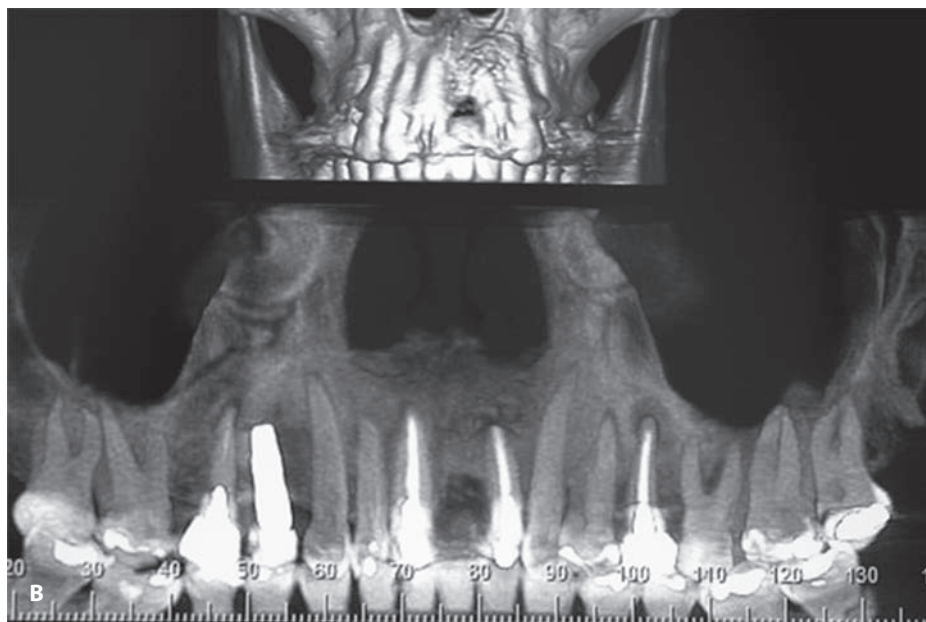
(А) Исходная периапикальная рентгенограмма. Обратите внимание на истончение кости на участке имплантации на месте зуба 21 и ее зернистость, возможно, связанную с использованием костного трансплантата. Отсутствует мезиальное пародонтальное прикрепление зуба 22. (В) КЛКТ, обзорная фронтальная реконструкция верхней челюсти. Обратите внимание на дефект в области зуба 21 и на необходимость повторного эндодонтического лечения зубов 15, 24, 25 и 26.
